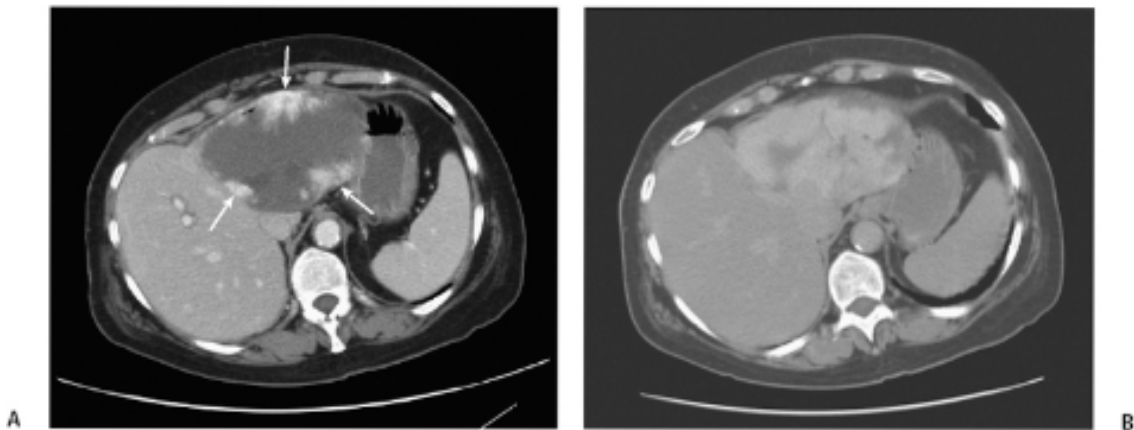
Hepatic hemangioma. (A) Contrast-enhanced axial CT image of the liver shows a well-defined hypodense lesion with peripheral, nodular contrast enhancement (*arrows*) during the portal phase. The density of the nodular enhancement is similar to the density of the opacified aorta. (B) Delayed contrast-enhanced axial CT image of the liver shows irregular fill-in of contrast within the lesion.
